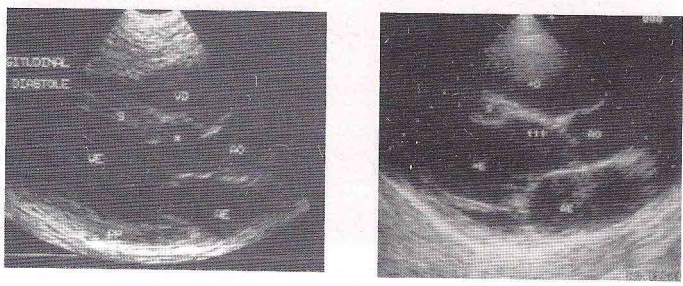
Afectación del segmento basal del septo anterior en pacientes con cardiopatía chagásica crónica. Ecocardiograma (corte longitudinal para-esternal). Área de afectación identificada por las flechas y asterisco. AO: aorta; AE: atrio izquierdo; VE: ventrículo izquierdo; VD: ventrículo derecho
